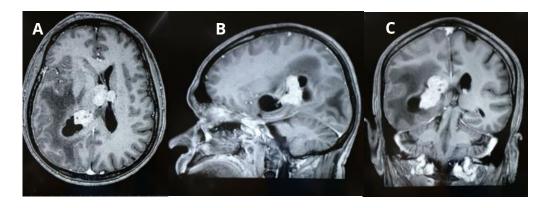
Estudio de RM en secuencia ponderada de T1 con medio de contraste. A. Corte axial con lesión hipodensa en el lóbulo temporal, parietal y occipital del hemisferio derecho, de tipo infiltrativo, con edema asociado, Otras lesiones de aspecto nodular que capturan el medio de contraste, ubicadas periventriculares en el cuerpo y atrio del ventrículo lateral derecho. Dichas lesiones fueron histológicamente diagnosticadas como un linfoma tipo B difuso de células grandes, primario del SNC. B. Corte sagital que muestra las lesiones nodulares hiperintensas con captación del medio del contraste y lesión hipointensa con compromiso parietal y occipital. C. Corte coronal donde con las lesiones descritas y evidencia de desplazamiento de línea media y pedúnculos cerebrales. Imagen del Autor
